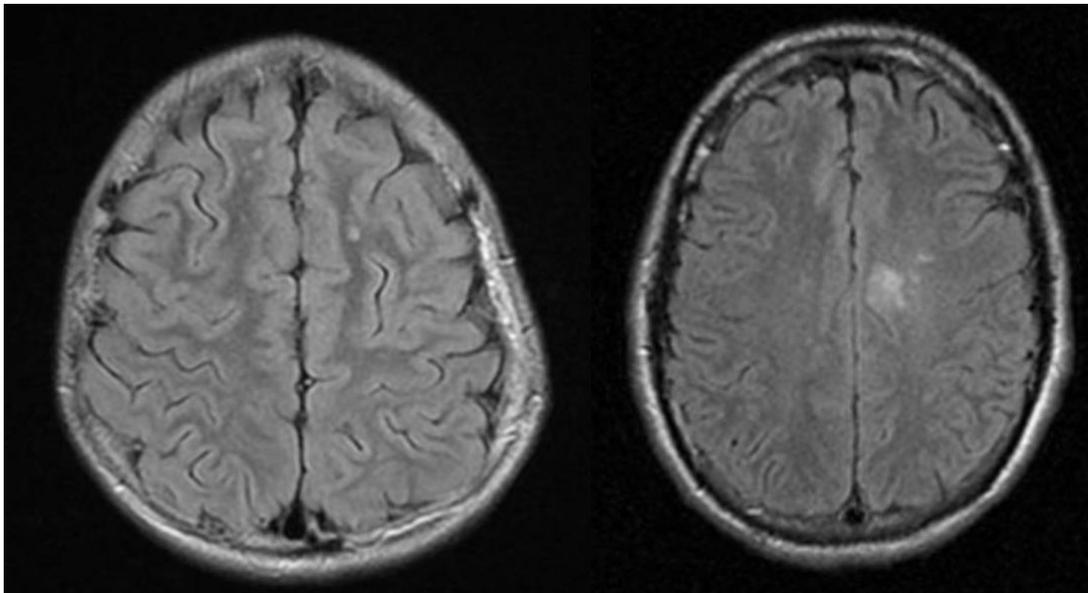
Múltiples lesiones focales hiperintensas en T2 FLAIR en sustancia blanca subcortical en regiones frontales y parietales. 3B Lesiones hiperintensas en T2 FLAIR en sustancia blanca subcortical en región frontoparietal izquierda
